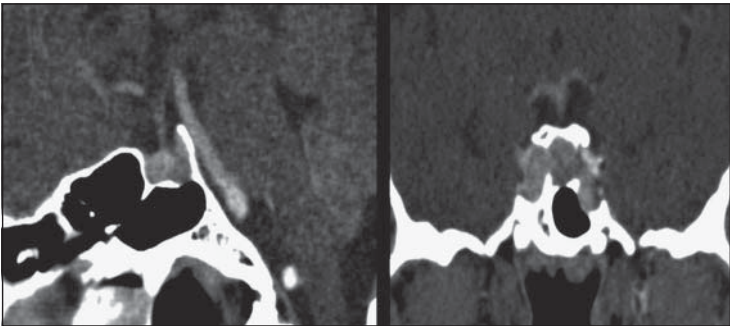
TAC de silla turca post tratamiento.
